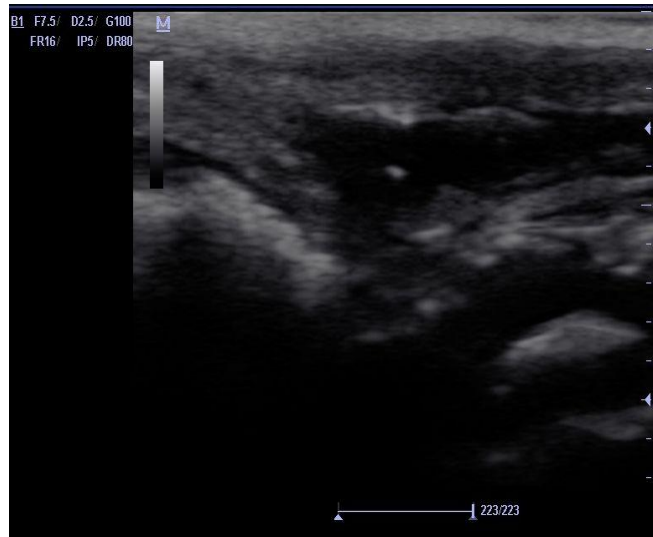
Вторая серия, опыт № 5. УЗИ модели «остаточной» полости, 20 сутки после операции.
